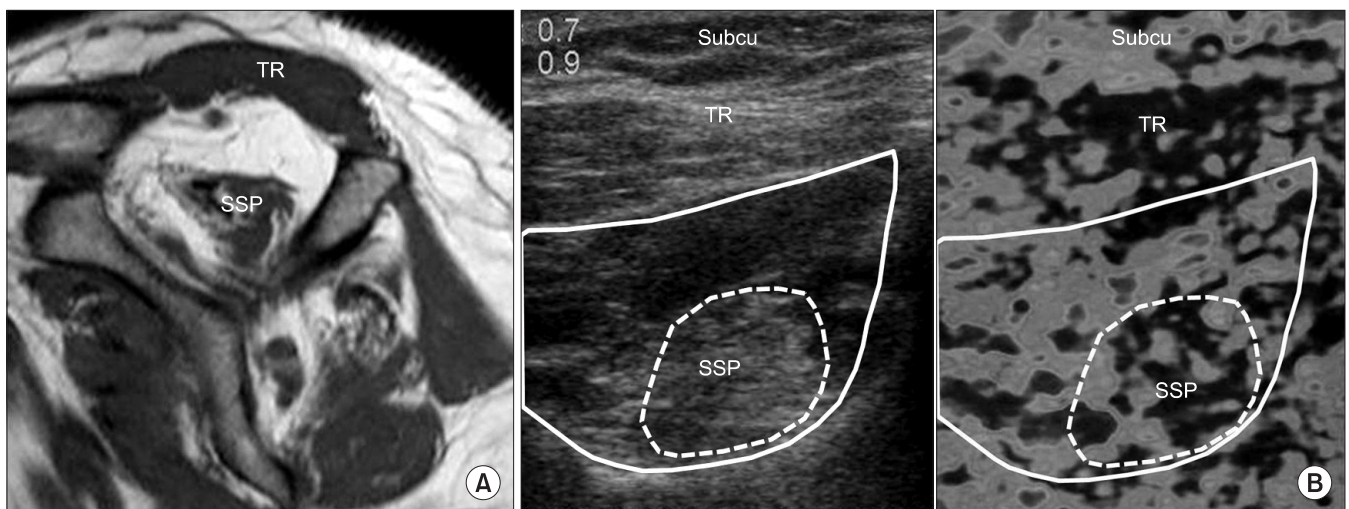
(A) T1-weighted oblique sagittal image of magnetic resonance images of grade 4 supraspinatus fatty degeneration shows that fat is more extensive than the muscle. (B) Oblique sagittal view of the sonoelasticography of grade 2 supraspinatus fatty degeneration shows a non-dominant blue region ($\leq 1/2$ of desired region) in the elasticity image. Solid lines indicate suprascapular fossa. Dotted lines indicate supraspinatus. Subcu, subcutaneous tissue; TR, trapezius; SSP, supraspinatus.
